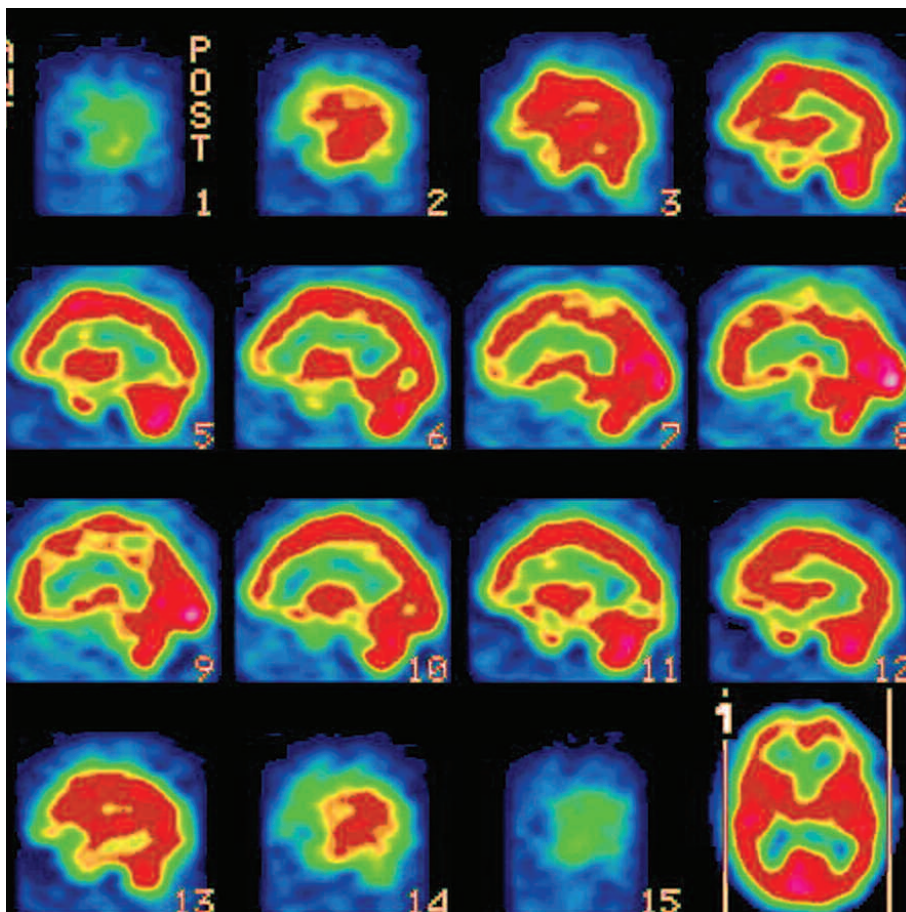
SPECT Cerebral, corte sagital, que demuestra hipoperfusión bifrontal basal.
